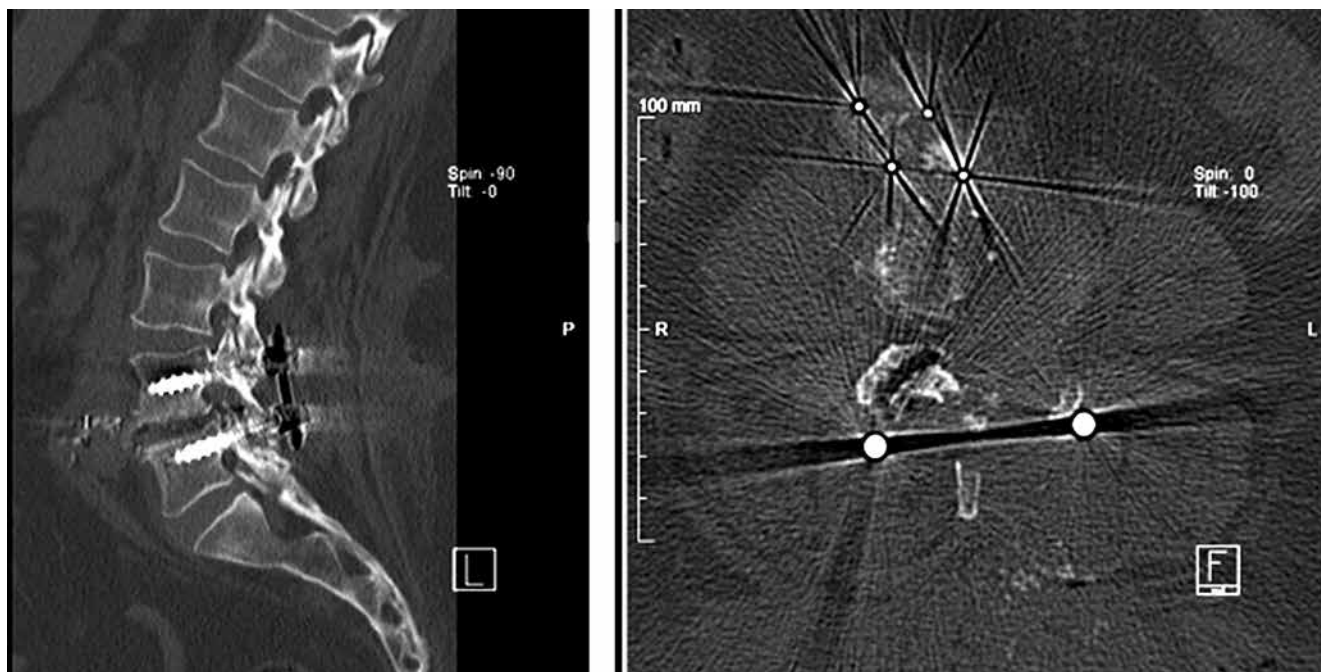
CT scan showing the OLIF cage situated into retroperitoneal space
